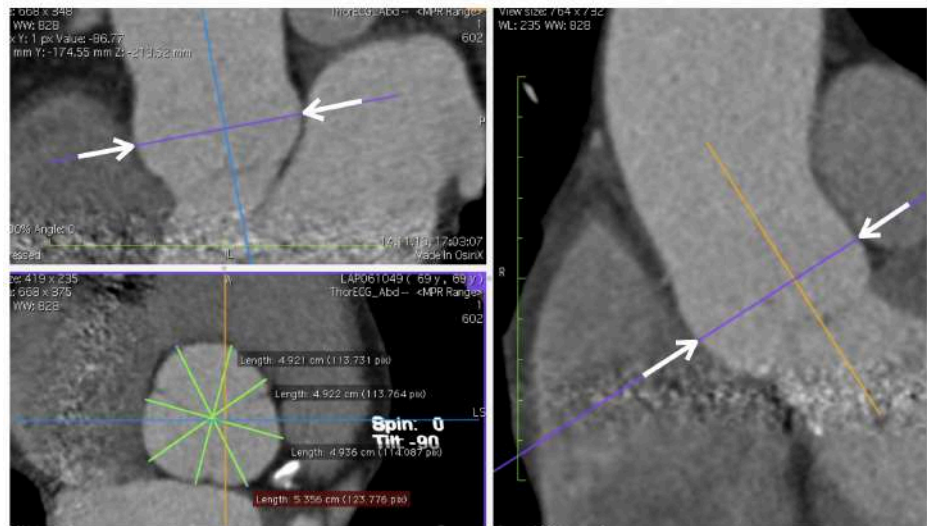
Измерения синусов Вальсальвы (МСКТ-аортография)
